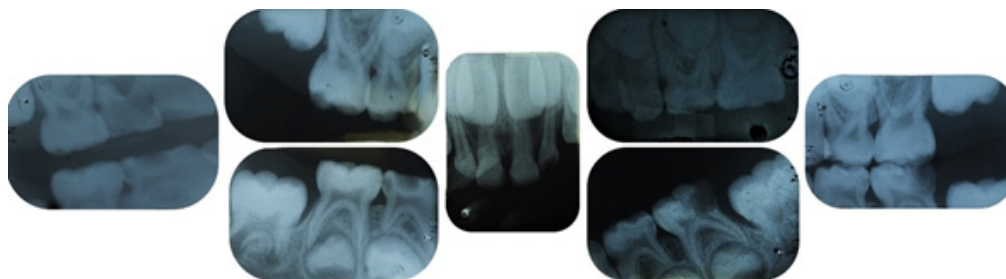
Radiografías dentoalveolares e interproximales.
